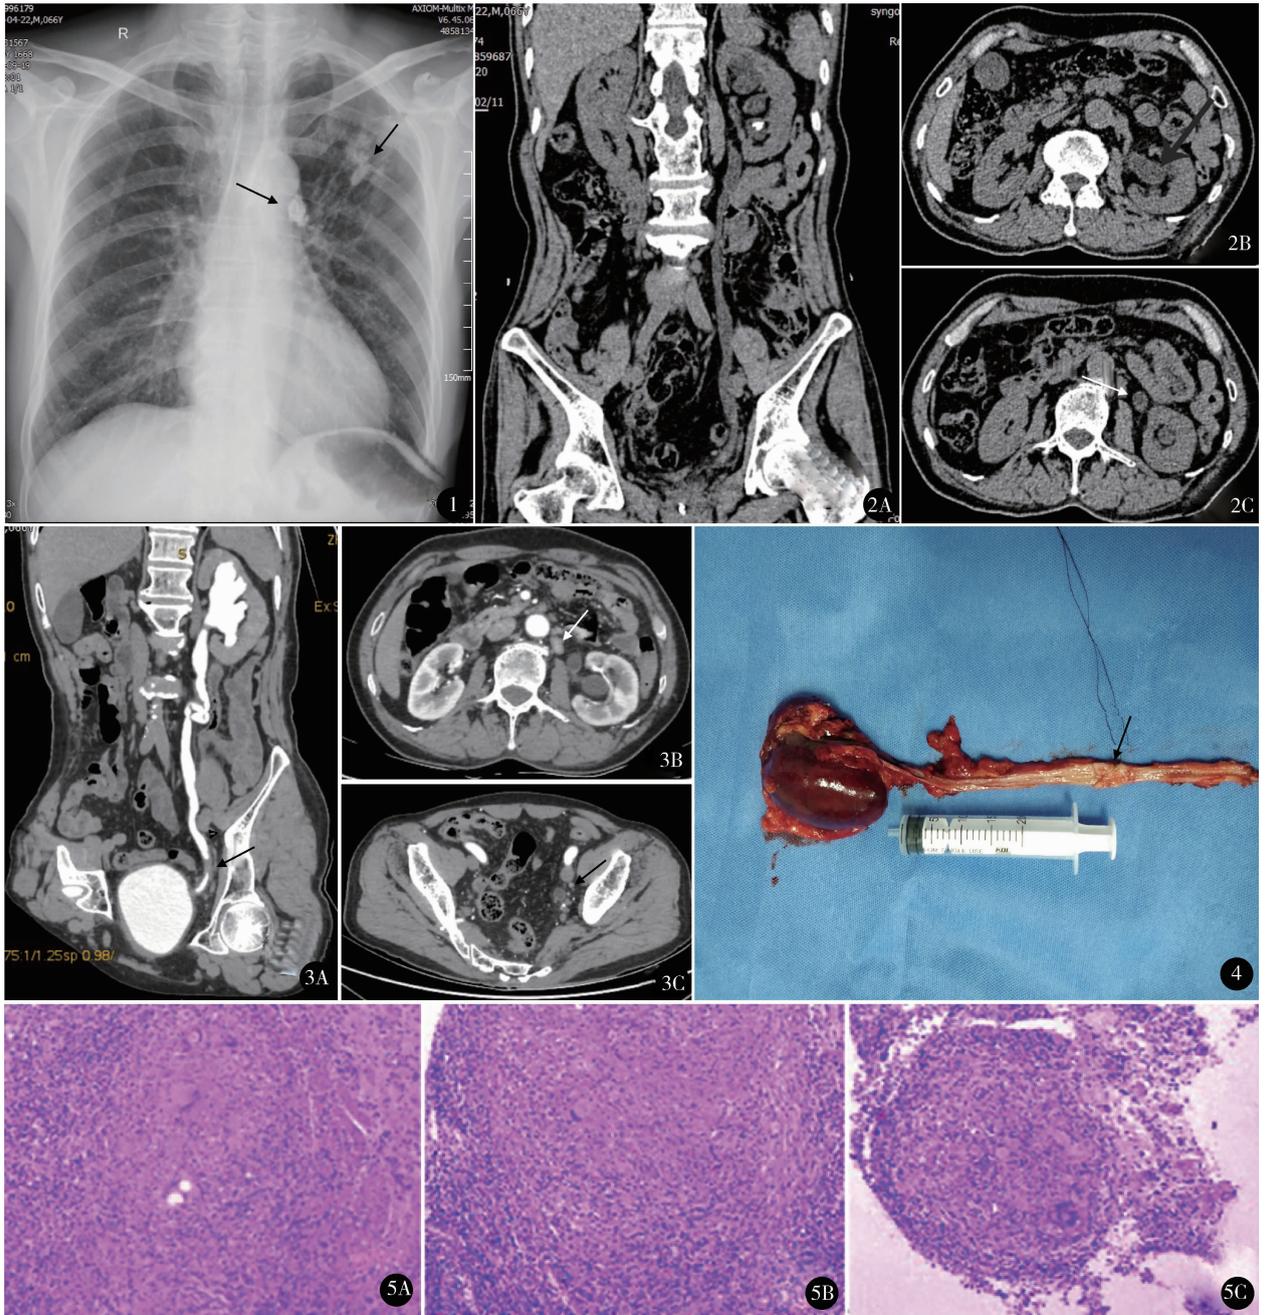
胸片示左肺上野及左肺门陈旧性病灶 图 2 泌尿系 CT 平扫示左肾多发结石,肾盂肾盏扩张,输尿管全程扩张;前列腺多发钙化灶 图 3 增强 CTU 示左侧输尿管下段管壁增厚毛糙,局部管腔内见软组织密度影充填,其上输尿管及肾盂肾盏明显积水扩张,腹膜后及左侧髂血管旁见多发淋巴结增大并强化 图 4 术后大体标本:输尿管长 21 cm,距输尿管断端 4 cm 处见一梭形隆起 图 5 输尿管病变组织中见有多灶状坏死,坏死组织周围细胞(上皮样细胞)灶状聚集,见有多核巨细胞,外周淋巴细胞包裹,间质大量慢性炎症细胞浸润(HE 染色 ×100)
